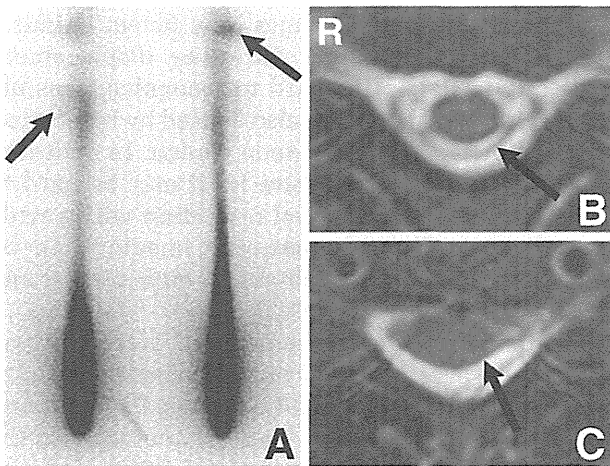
Frontal and posterior radioisotope cisternograms (A), and fat-saturated T₂-weighted magnetic resonance images at the craniocervical junction (B) and upper thoracic region (C). Radioisotope cisternograms showing cerebrospinal fluid leaks (A; arrows) at the craniocervical junction and upper thoracic region. The floating dural sac sign is clearly visible at both levels on the fat-saturated T₂-weighted images (B, C; arrows).
